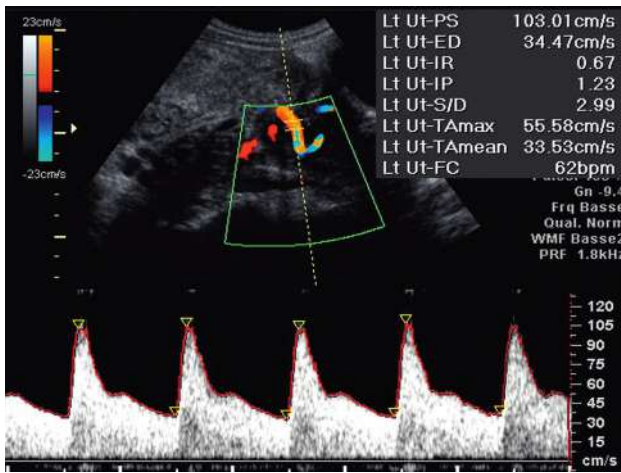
Doppler utérin en post-partum. J + 4, après une grossesse normale : bonne involution utérine mais résistances encore basses (IR à 0,67) mais un *notch* commence à apparaître.
